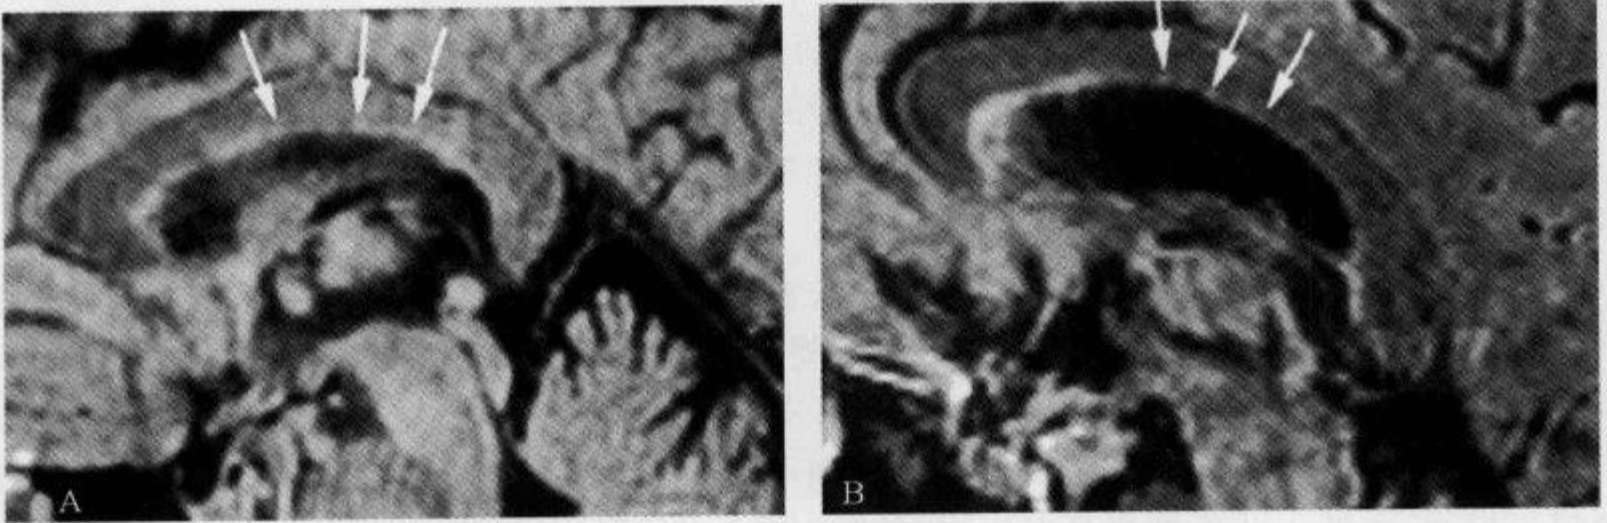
矢状位 FLAIR 像示“点划线征”
